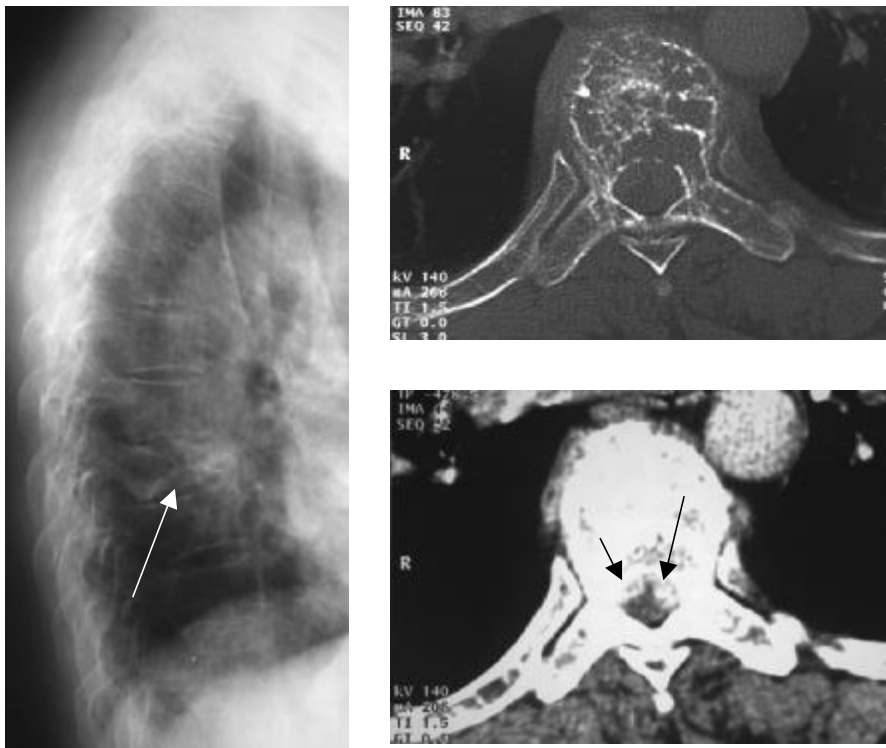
kapillär-kavernöses Hämangiom (M.-Nr.: 2001/4806, links: Röntgenbild, oben: CT-Aufnahme, unten: CT m. KM)
